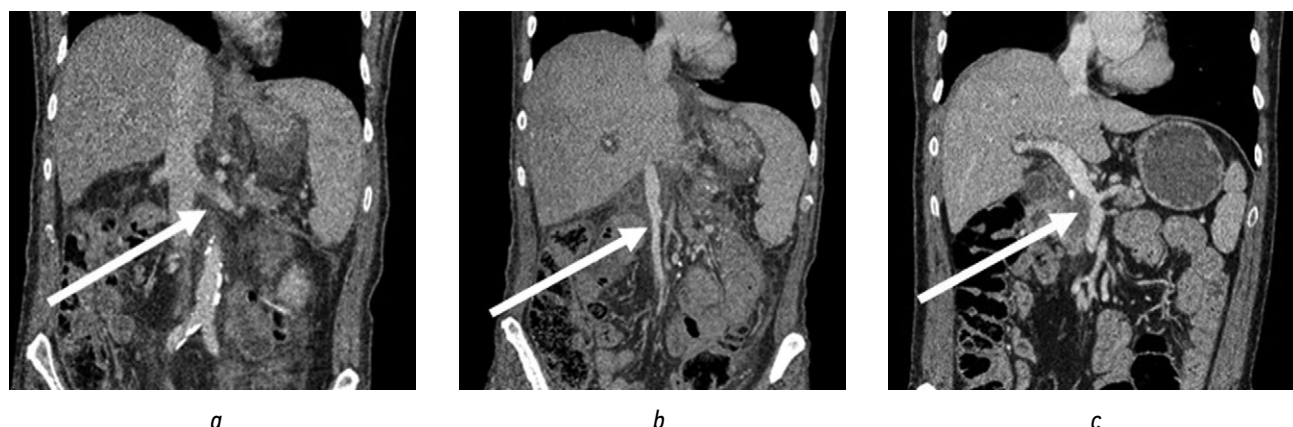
Компьютерно-томографическая ангиография: *a* — опухоль головки поджелудочной железы с инвазией конfluence и стенки воротной вены; *b* — мезентерико-портальный анастомоз «конец-в-конец» после резекции конfluence воротной вены; *c* — дистальный сплено-рентальный анастомоз «конец-в-бок»
